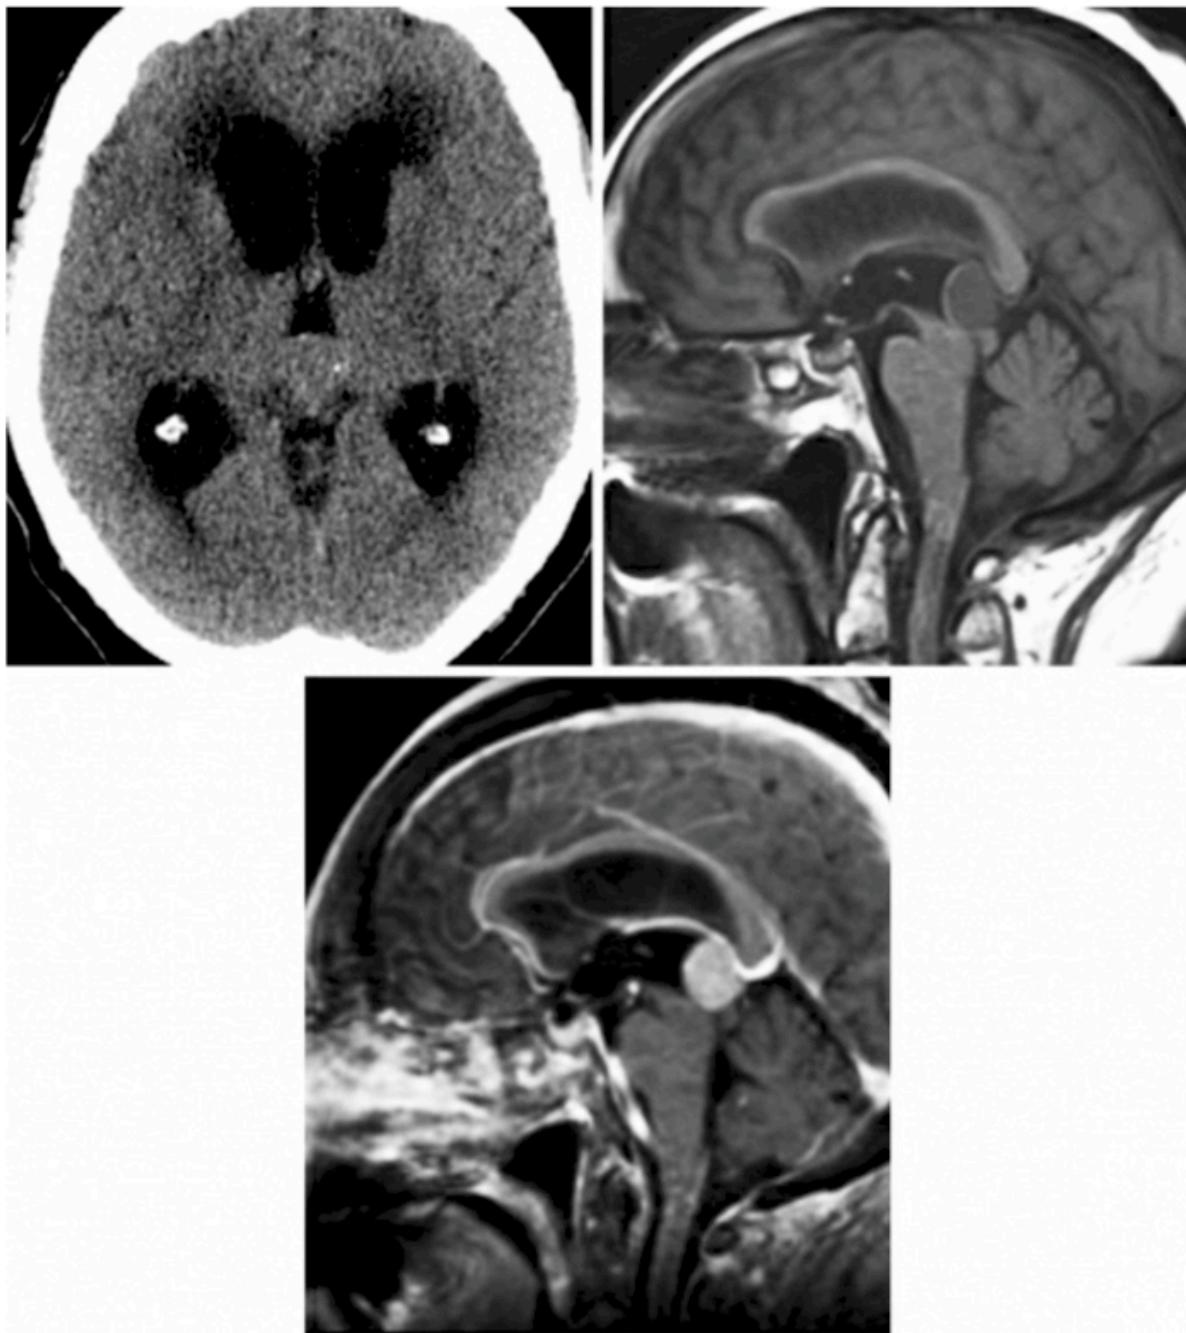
CT 图像显示松果体区占位引起了梗阻性脑积水（左上）。矢状位 T1WI 相可见中
